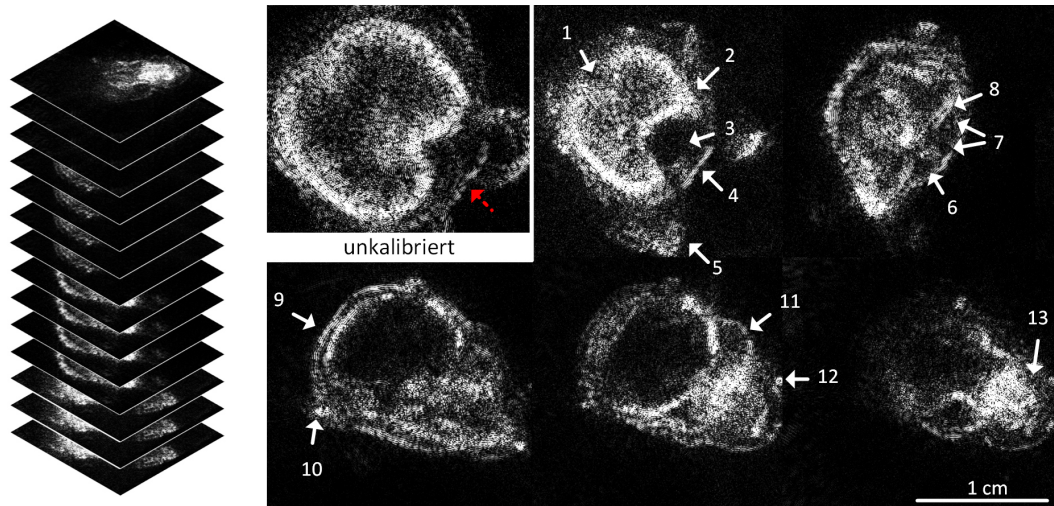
Ultraschall-Tomographie (UST) einer Maus ex-vivo in verschiedenen Schichten vom Oberkörper bis zum Kopf. Unter TOF-Kalibrierung können Artefakte verhindert und kleinste Strukturen visualisiert werden.
